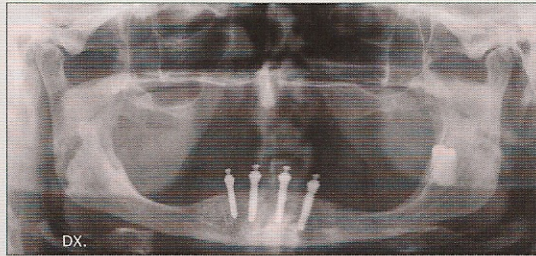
Rx ortopantomica a distanza di un anno dall'intervento.
